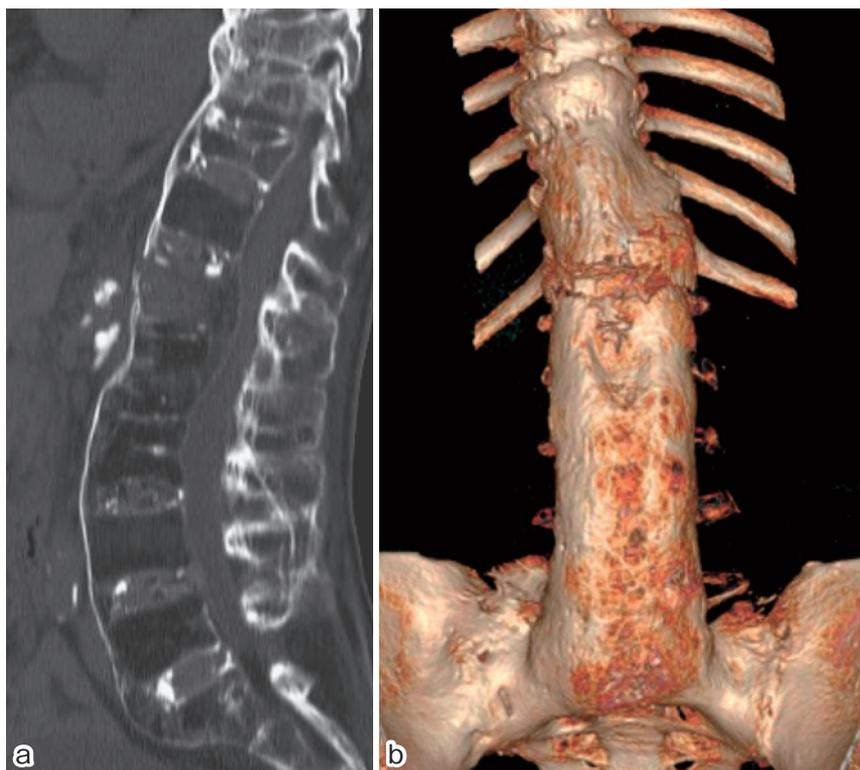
computed tomography (CT) on admission
